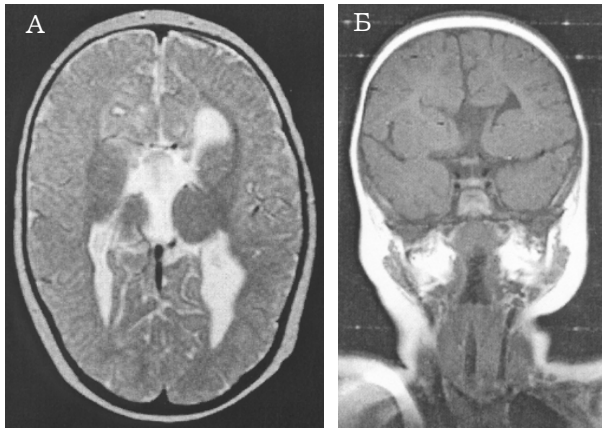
МРТ головного мозку хворого Р., 11 міс, з агенезією мозолистого тіла та прозорої перегородки. А — Т2 зважене зображення, аксіальна площина; Б — Т1 зважене зображення, коронарна площина.
